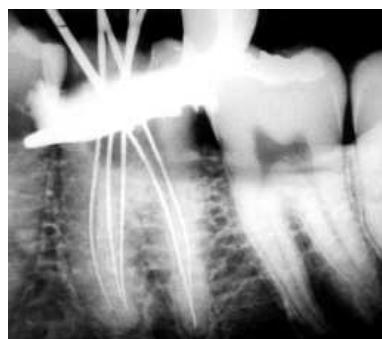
Radiografia da confirmação da odontometria.
